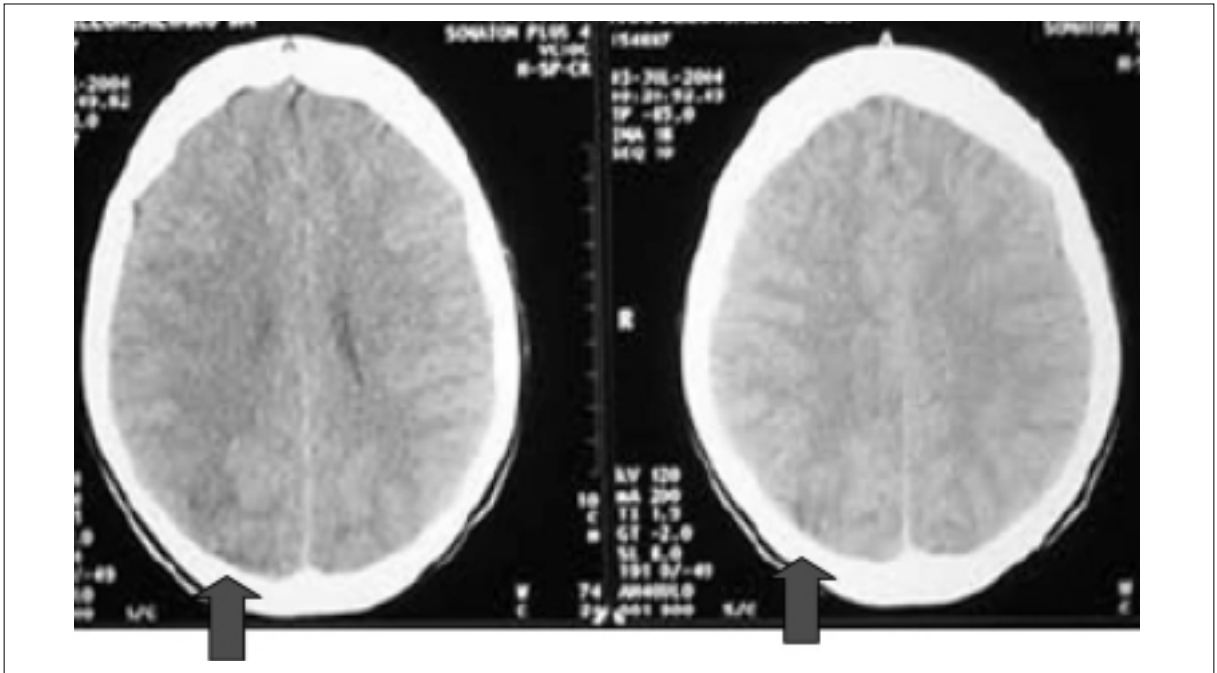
TAC de cráneo. Imágenes hipodensas parenquimatosas compatibles con edema de sustancia blanca.
